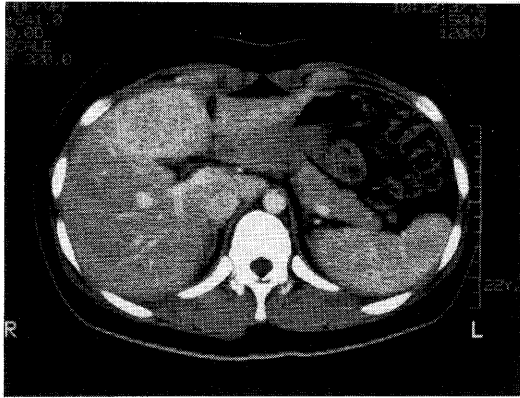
Contrast-enhanced CT demonstrates a round well-circumscribed mass with homogeneous enhancement.
